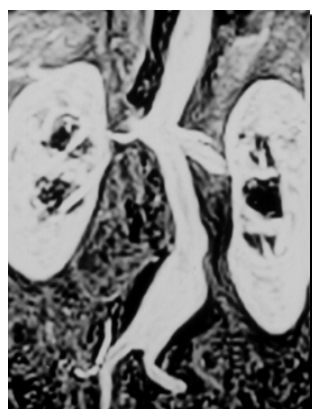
Angioresonancia de un AAA.
